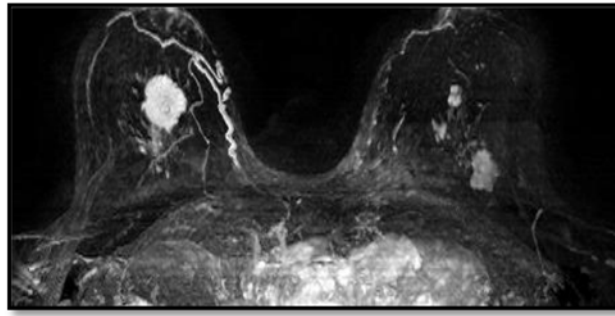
Lesiones adicionales homo y contralaterales en RM ²²⁸.
